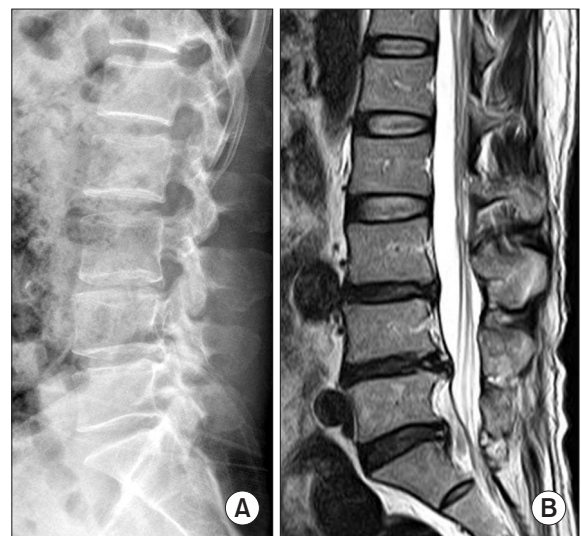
(A) The lateral plain radiograph shows a degenerative change on the lumbar spine. (B) T2-weighted sagittal magnetic resonance imaging shows a disc herniation at the L4–5 level.
